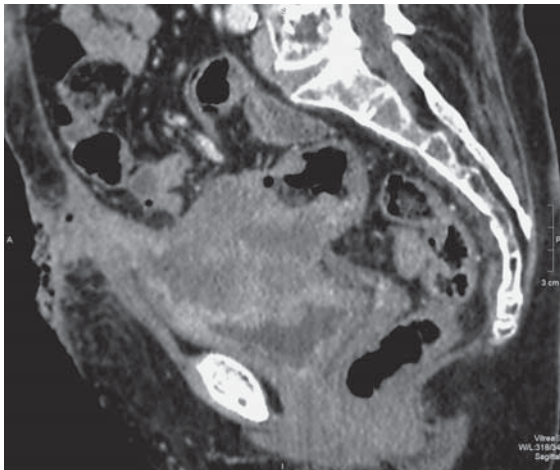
МСКТ-изображение рецидива рака прямой кишки, реконструкция в сагиттальной проекции. Перистостальная реакция по тазовой поверхности крестца.
